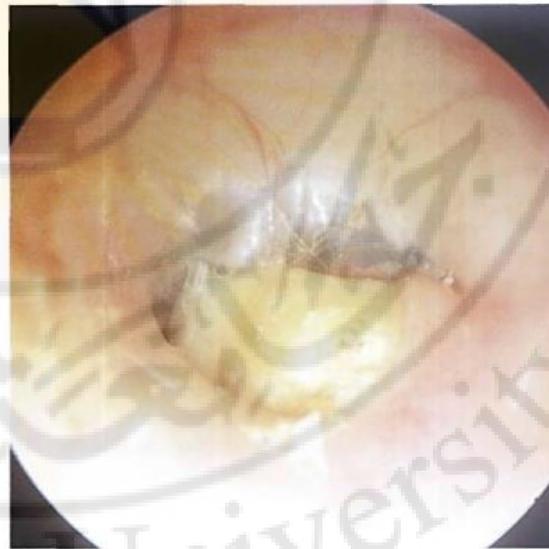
A case similar to the that in Figure 3.28. The cholesteatoma occupies more than half of the external auditory canal and is in contact with the tympanic membrane. The CT scan (Fig. 3.31) demonstrates partial erosion of the underlying bone.
